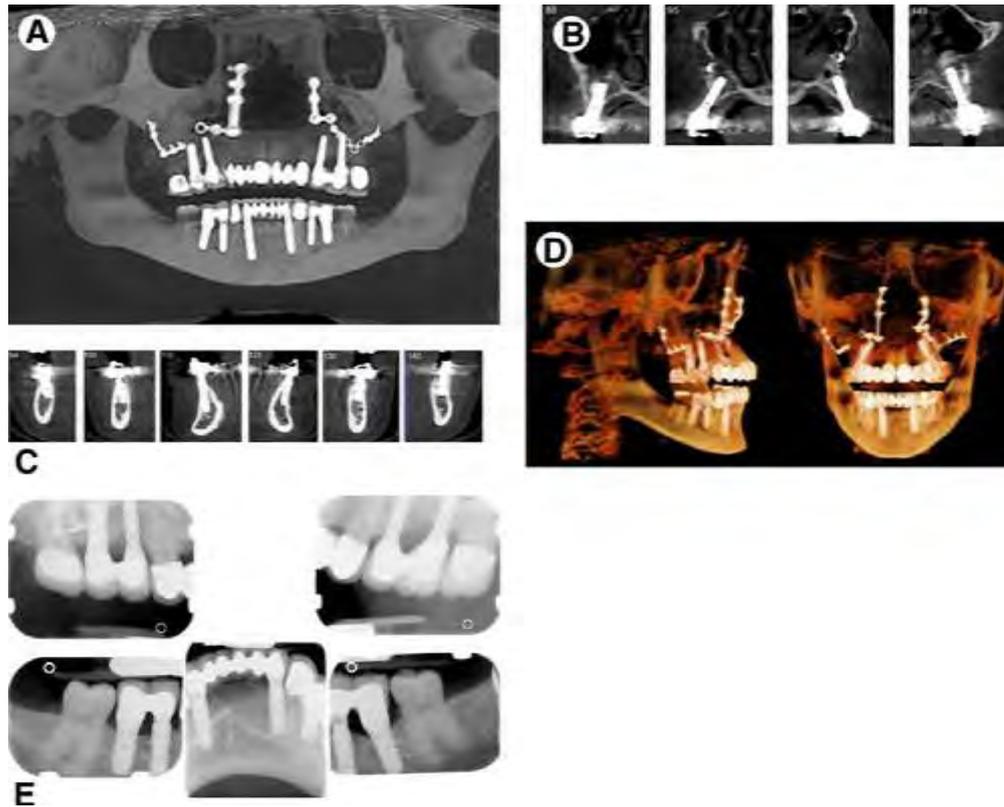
A à D coupes issue du cone beam pris 9 mois après la pose de la restauration prothétique finale ; E, des radiographies intra-orales montrant l'ostéointégration des implants.
